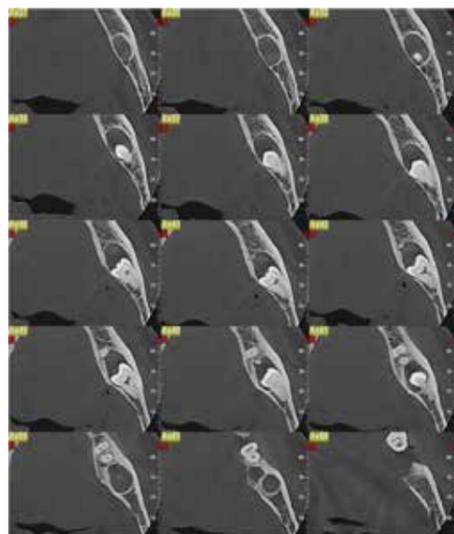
Esame CBCT ricostruzioni assiali, cisti follicolare di 38
